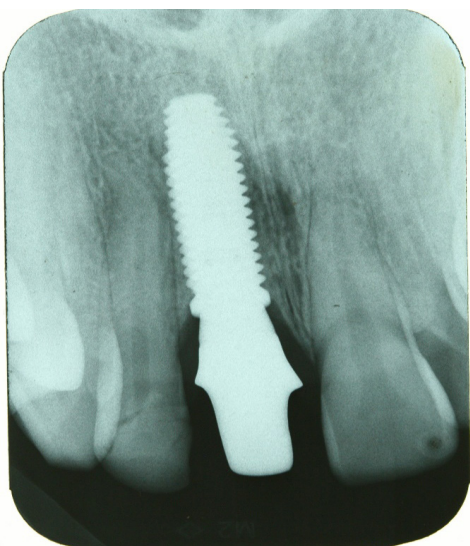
Radiografia previamente à cimentação, na qual se pode ressaltar a adaptação do sistema reabilitador indireto
